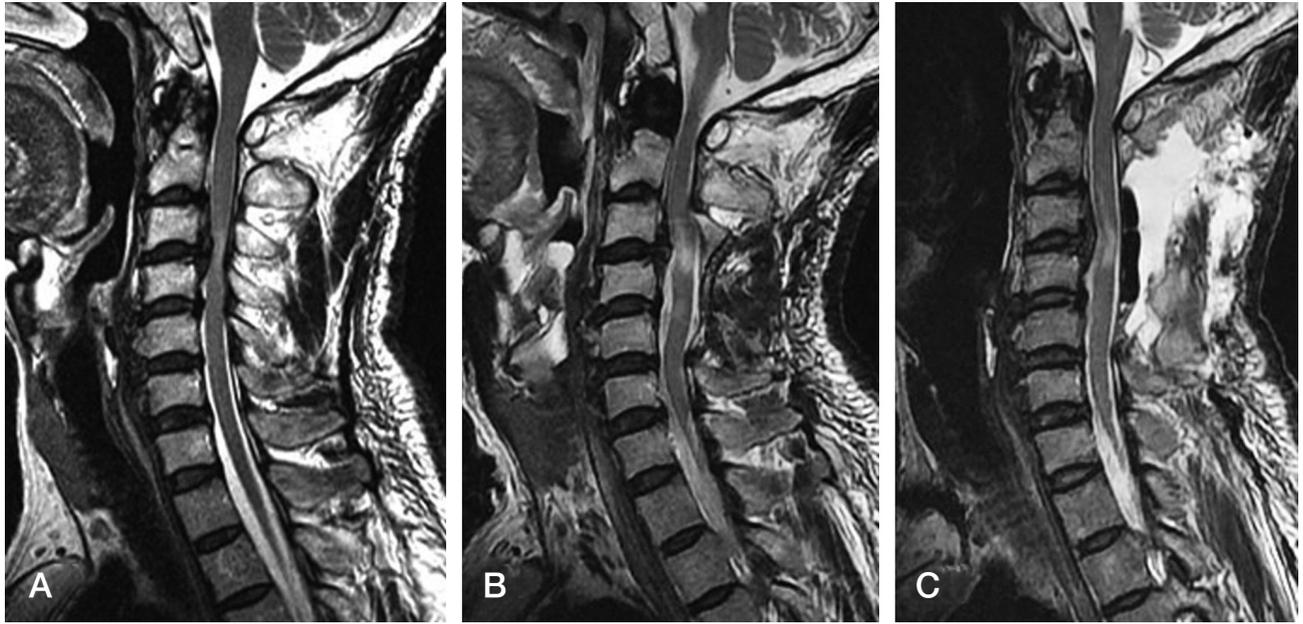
Preoperative and postoperative MR images of a 49-year-old man with OPLL who developed distal sensory decrease of both arms. (A) Preoperative T2-MRI showed the presence of a high intensity area at C3-C4. (B) Postoperative T-2 MRI 2 hours after surgery revealed swelling of the spinal cord with wide spreading of the high-intensity area between C3-C4. (C) Postoperative T-2 MRI 1 week after surgery showed some degree of decrease of the swelling of the spinal cord and residual high-intensity area.
